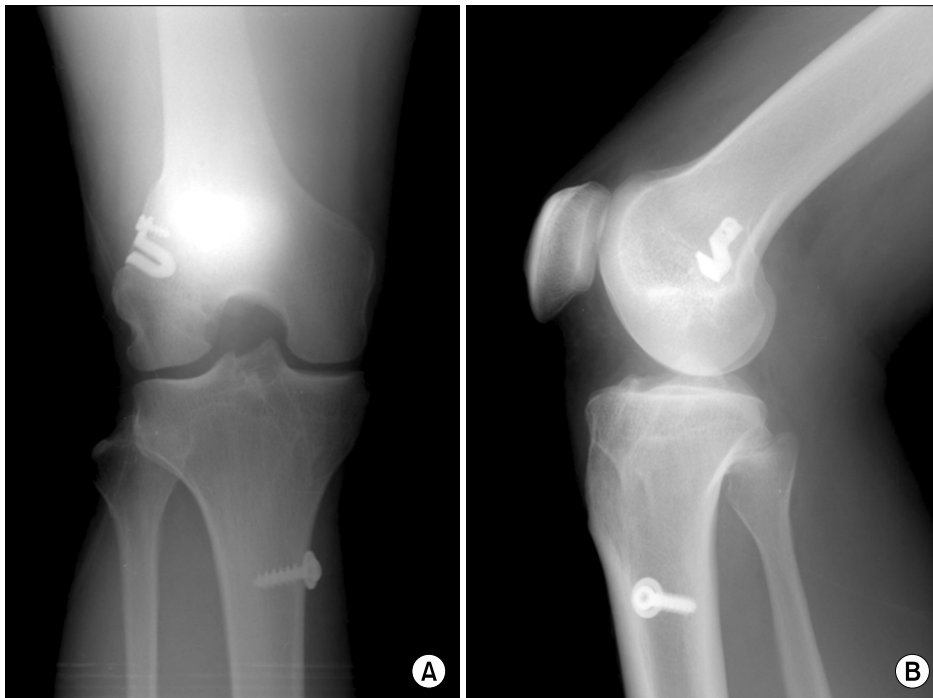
Radiographs show anatomic double bundle ACL reconstruction using hamstring tendon fixed with Ligament Plate[®].
